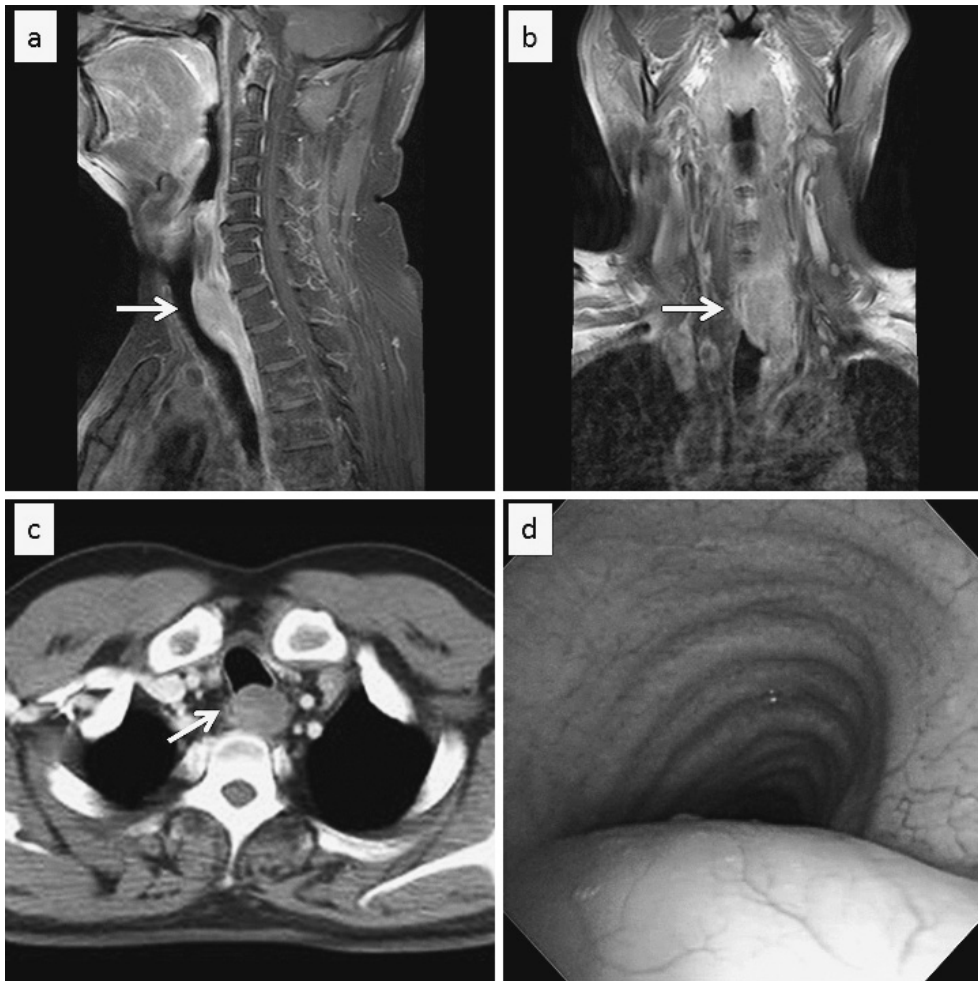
Magnetic resonance imaging of the neck and chest showing a severe stricture with elevated mass of the cervico-thoracic region of the esophagus (arrows) (a, b). Computed tomography of the chest showing a thickened esophageal wall at the cervico-thoracic region of the esophagus, suggested that the tumor invaded the trachea (arrow) (c). Bronchoscopy shows an exclusion in the membranous wall of trachea, on which no cancer cells were invaded macroscopically (d).
